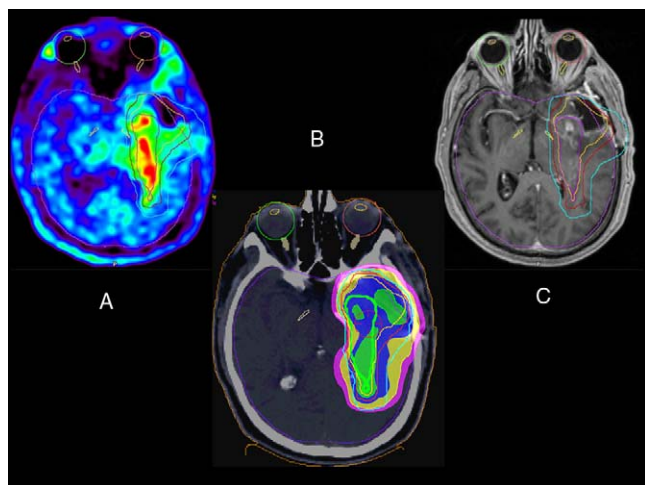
Estudio de planificación de radioterapia en un paciente intervenido de glioblastoma multiforme. En la imagen PET con ^{11}C -metionina (A) se aprecia la extensión temporal medial de la tumoración. Sin embargo, en la RM T1 no se aprecia un realce de contraste bien delimitado (C). En la imagen de TC realizada durante el estudio PET/TC (B) se muestran los diferentes isocontornos que incluyen el volumen macroscópico así como las áreas de seguridad clínica con un área de intensificación (boost) sobre el área PET.
